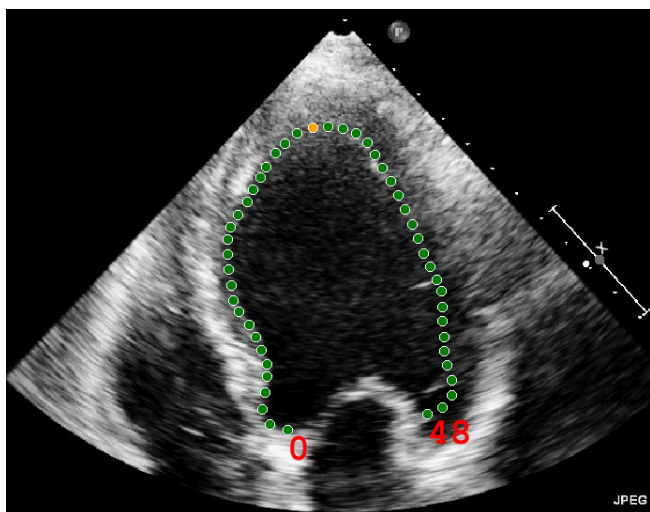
Ориентиры расставленные на эндокардиальном контуре ЛЖ из эхокардиографического изображения.
